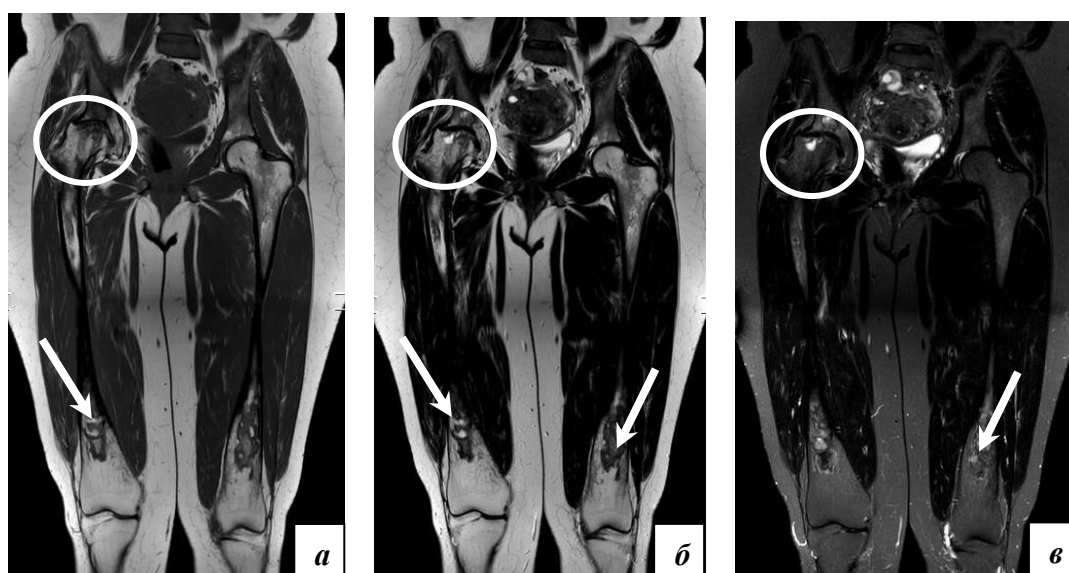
МРТ бедренных костей в корональной проекции (а: T1-ВИ, б: T2-ВИ, в: STIR режимы). Сочетание медуллярного и кортико-медуллярного остеонекрозов в бедренных костях. Вторичный остеоартроз правого тазобедренного сустава.
